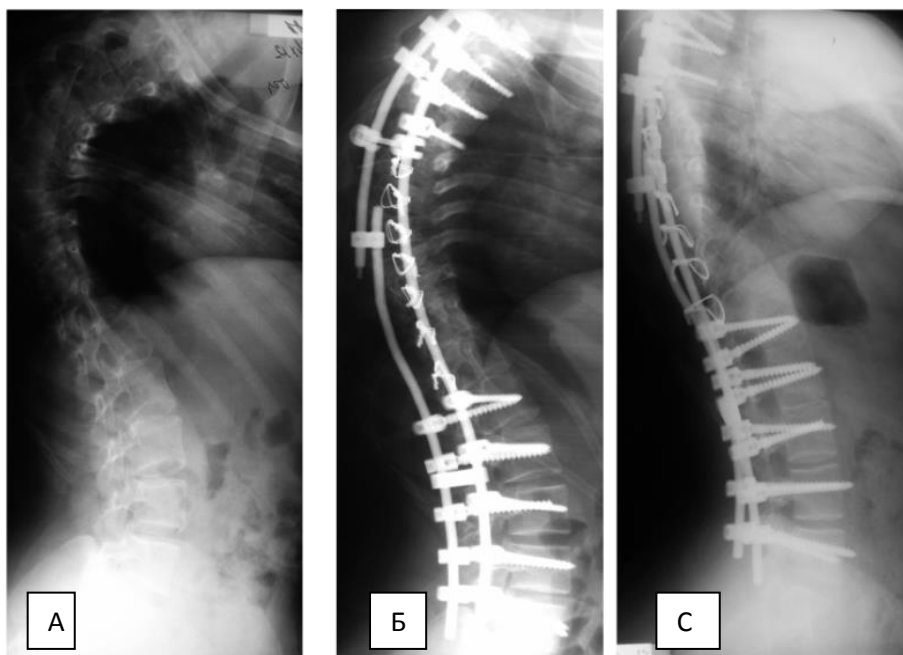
Рентгенограммы: А) до операции, Б) после операции, С) через 3 года с момента операции
